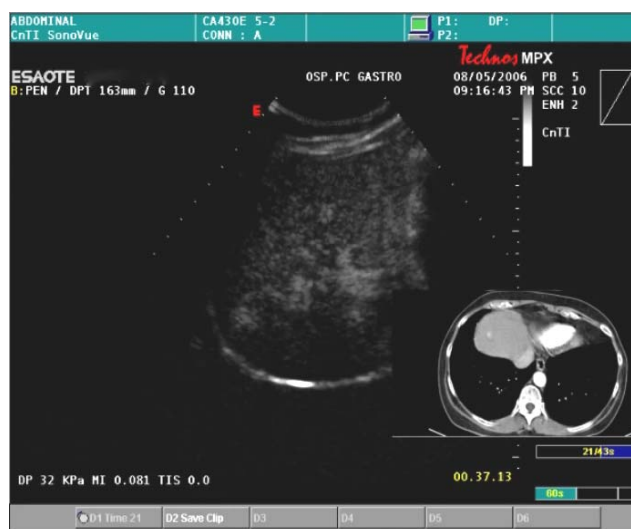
(a) Piano di acquisizione bidimensionale di una paziente con elevati livelli di AFP e nessuna evidenza di noduli all'ecografia convenzionale. La TC spirale ha rivelato la presenza di un piccolo HCC nell'VIII segmento. La 3-D NAV CEUS ha inoltre individuato un' altra lesione. (b) La ricostruzione 3D mostra chiaramente il nodulo in tre piani differenti (riquadri rossi) e nella ricostruzione volumetrica. Dopo la PEI i livelli di AFP si sono normalizzati, e nessun nuovo nodulo è stato individuato nei sei mesi successivi.
